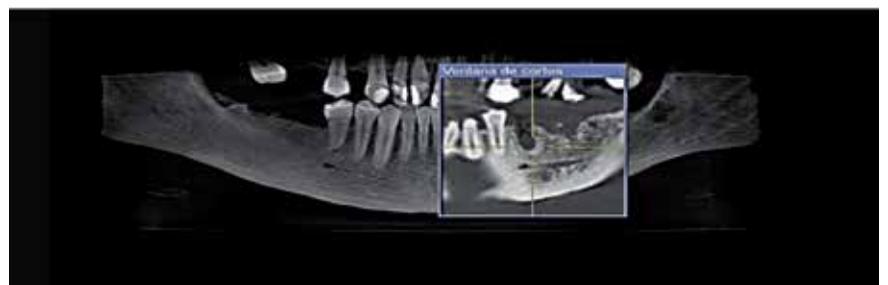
Mediciones en tomografía volumétrica cone beam a los tres meses.
